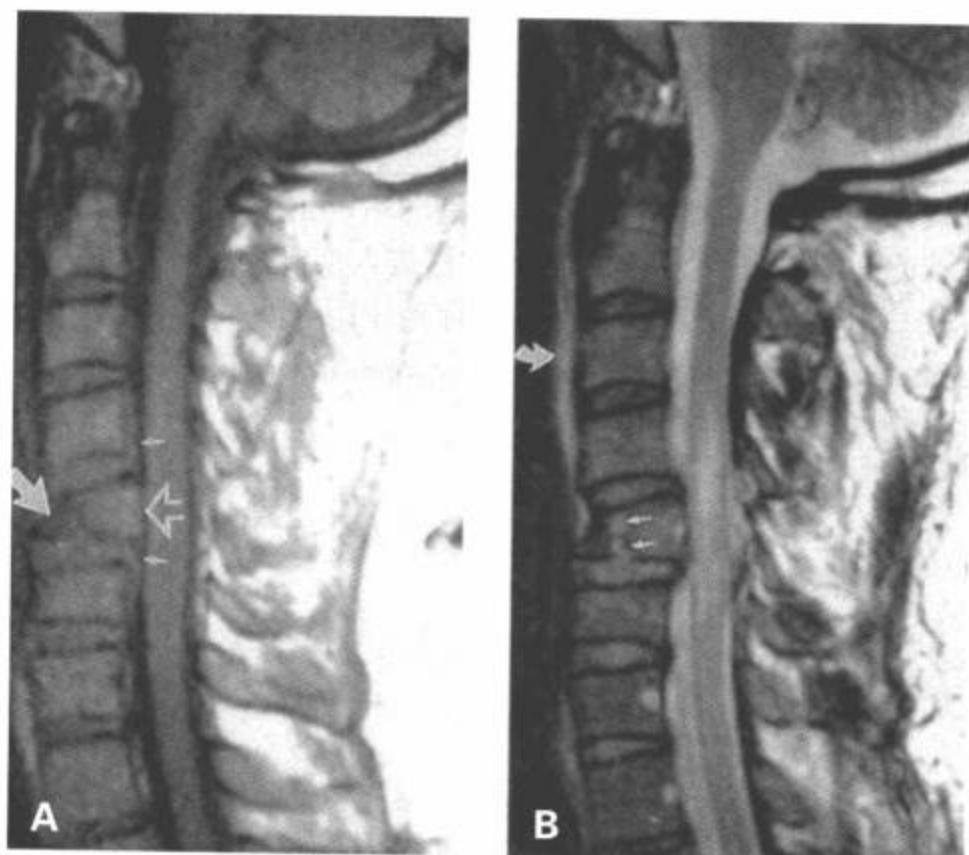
C5 屈曲泪滴样骨折。A: 矢状面 T1 加权图像显示 C5 椎体前部高度降低 (大箭)。压缩部分的骨髓信号减低。椎体后部后移进入椎管 (开口箭)。相应的后纵韧带被抬高 (小箭), 脊髓轻度肿胀。B: 矢状面 FSE T2 加权图像显示高信号的垂直骨折线 (小箭) 使下终板中断, 也显示少量椎前水肿 (弯箭)。水肿的脊髓内未见明显的局灶性出血。(脑干内的低信号灶为伪影。)(From: Flanders AE, Croul SE. Spinal trauma. In: Atlas SW. Magnetic Resonance Imaging of Brain and Spine. 3<sup>rd</sup> ed. Philadelphia: Lippincott Williams & Wilkins; 2002: 1776, with permission.)
